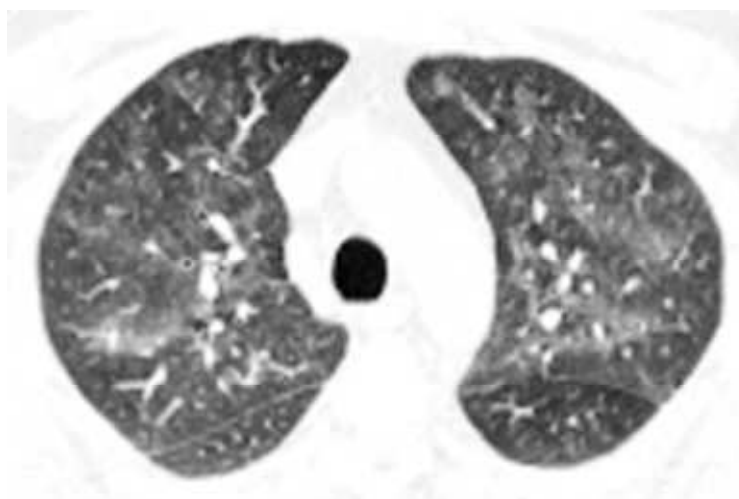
Tomografia Computorizada do tórax. Observa-se áreas irregulares de atenuações em vidro despolido num doente fumador, com diagnóstico comprovado de DIP através de biopsia pulmonar. (Adaptado de 7)
